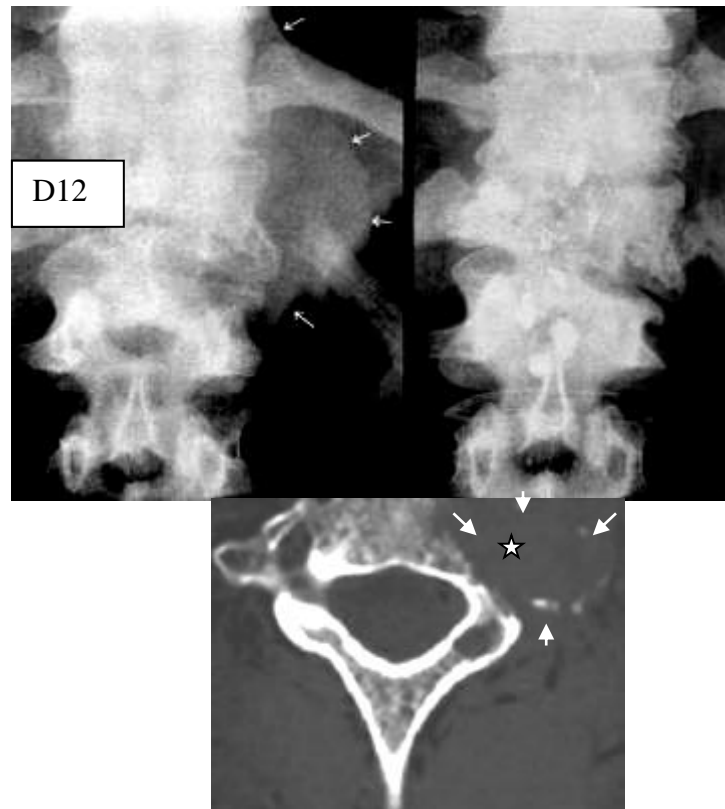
Рентгенограми в прямій проекції в динаміці та КТ. Саркома Юінга – на рентгенограмах з інтервалом в 1 рік визначається ущільнення структури, деформація та зниження висоти тіл D12-L1 з паравертебральним м'якотканинним компонентом, що широкою основою прилягає до міжхребцевого диска D11-12. На КТ візуалізується велика ділянка деструкції, що руйнує майже половину тіла, а відшароване, переривчасте та нерівномірно стоншене окістя облямовує м'якотканинний компонент (зірочка, стрілки).
